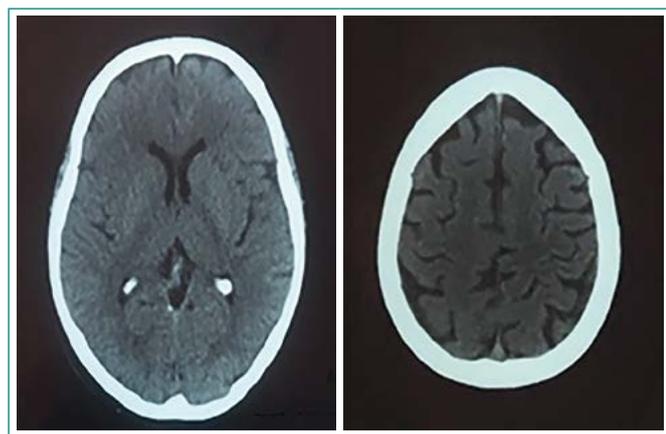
Tomografía axial computarizada cerebral (corte axial): atrofia cortical y subcortical
